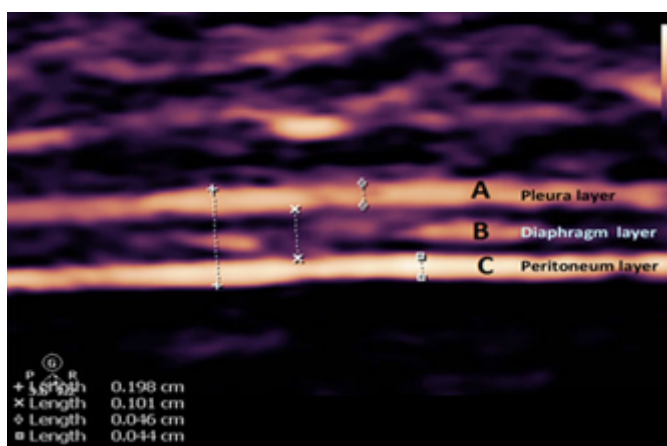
Imagem estática ultrassonográfica de um músculo diafragma demarcado pelas bordas superior (pleura) e bora inferior (peritônio). Fonte: Matamis D, Soilemezi E, Tsagourias M et al. Sonographic evaluation of the diaphragm in critically ill patients. Technique and clinical applications. Intensive Care Med 2013; 39(5): 801-810.
